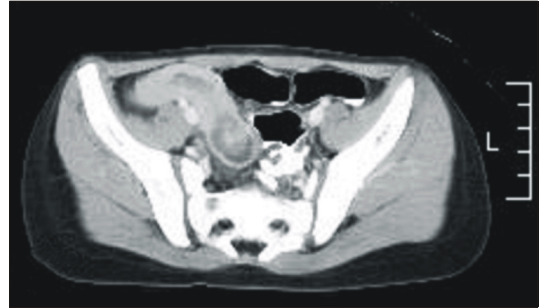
Abdominal CT shows a mass lesion suspicious leading point in distal ileum.
